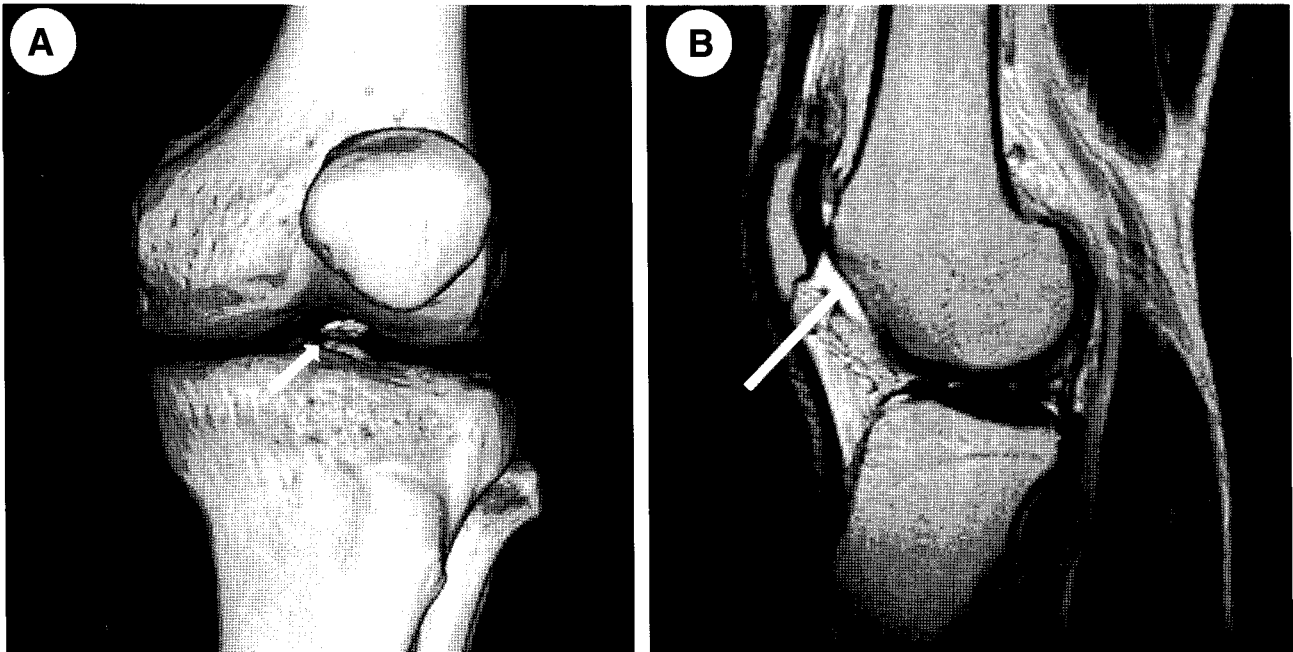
(A) 3D-CT image shows a loose body in the joint space of the left knee (short arrow). (B) T2-weighted MR image shows an osteochondral defect on lateral femoral condyle (long arrow).
